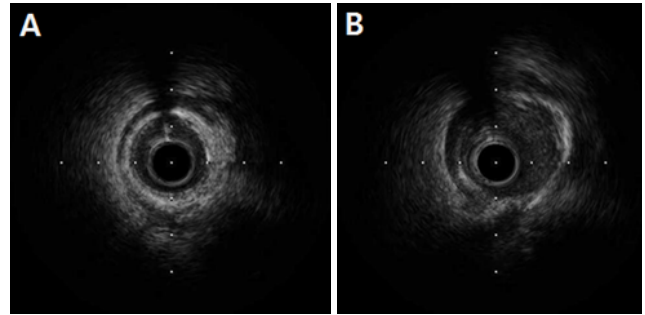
Intravascular ultrasound. (A) Before injection of nitroglycerin in patient with coronary artery. External elastic membrane (EEM) cross-sectional area (CSA): 4.7 mm^2 , lumen CSA: 3.7 mm^2 , 21% stenosis (plaque area/EEM CSA), (B) After injection of nitroglycerin in patient with coronary artery. EEM CSA: 7.15 mm^2 , lumen CSA: 4.76 mm^2 , 33% stenosis.
